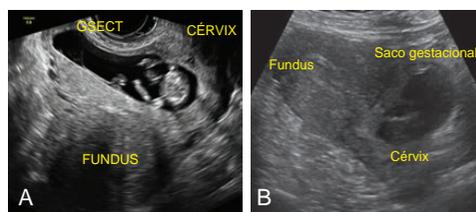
Embarazo en la cicatriz de cesárea diagnosticado a las 11 semanas y 3 días de gestación. (A) Ultrasonido transvaginal y (B) exploración transabdominal que muestran un útero vacío y un saco gestacional ubicado anterior a nivel del orificio cervical interno. Observe que el embarazo sobresale dentro de la cicatriz de cesárea.
